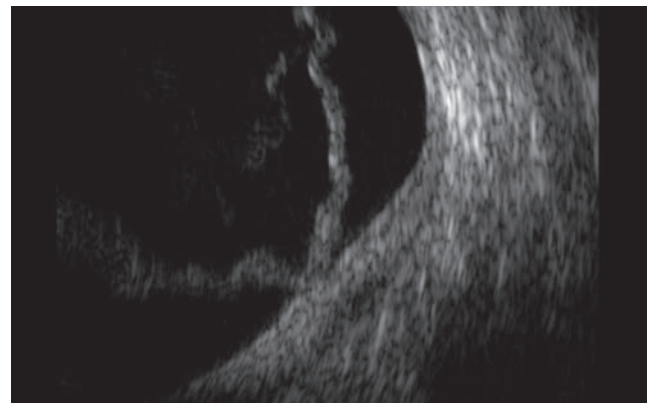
Décollement de rétine figé. Aspect échographique d'un décollement de rétine rapidement figé et organisé avec une rétine épaissie se dirigeant vers la papille.
